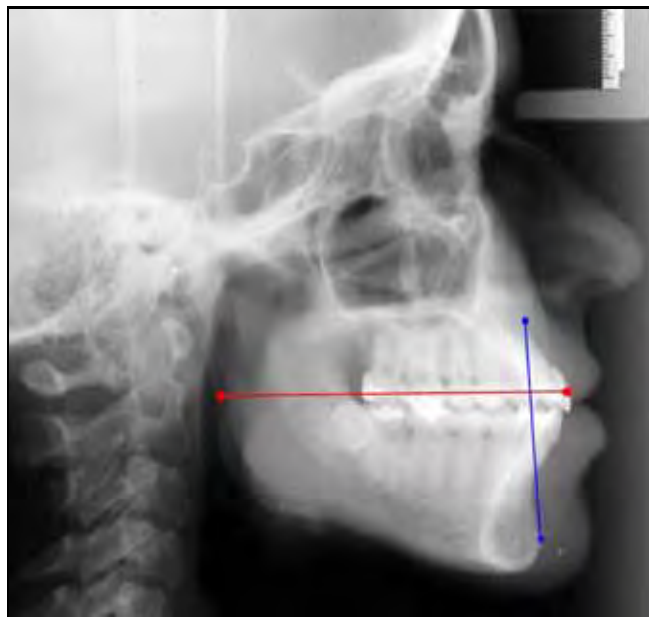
Radiografia representativa da razão Sf1/-DM16/A-Pog.
